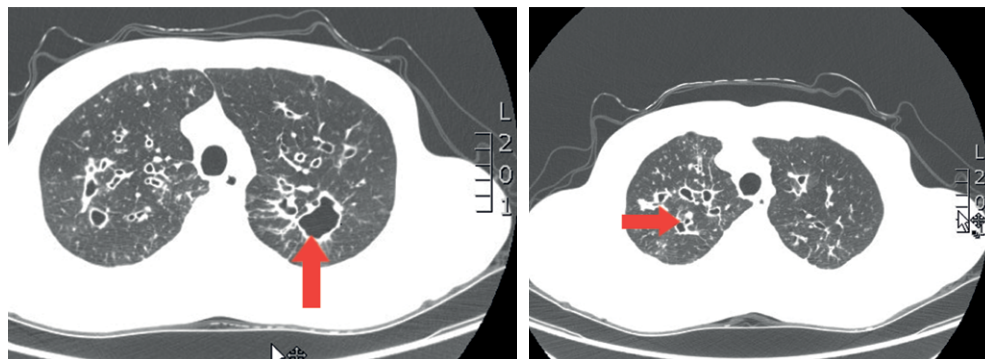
Tomografía axial computarizada de tórax de alta resolución. Se observan imágenes radiolúcidas, redondas y de pared densa, principalmente en las bases pulmonares.
